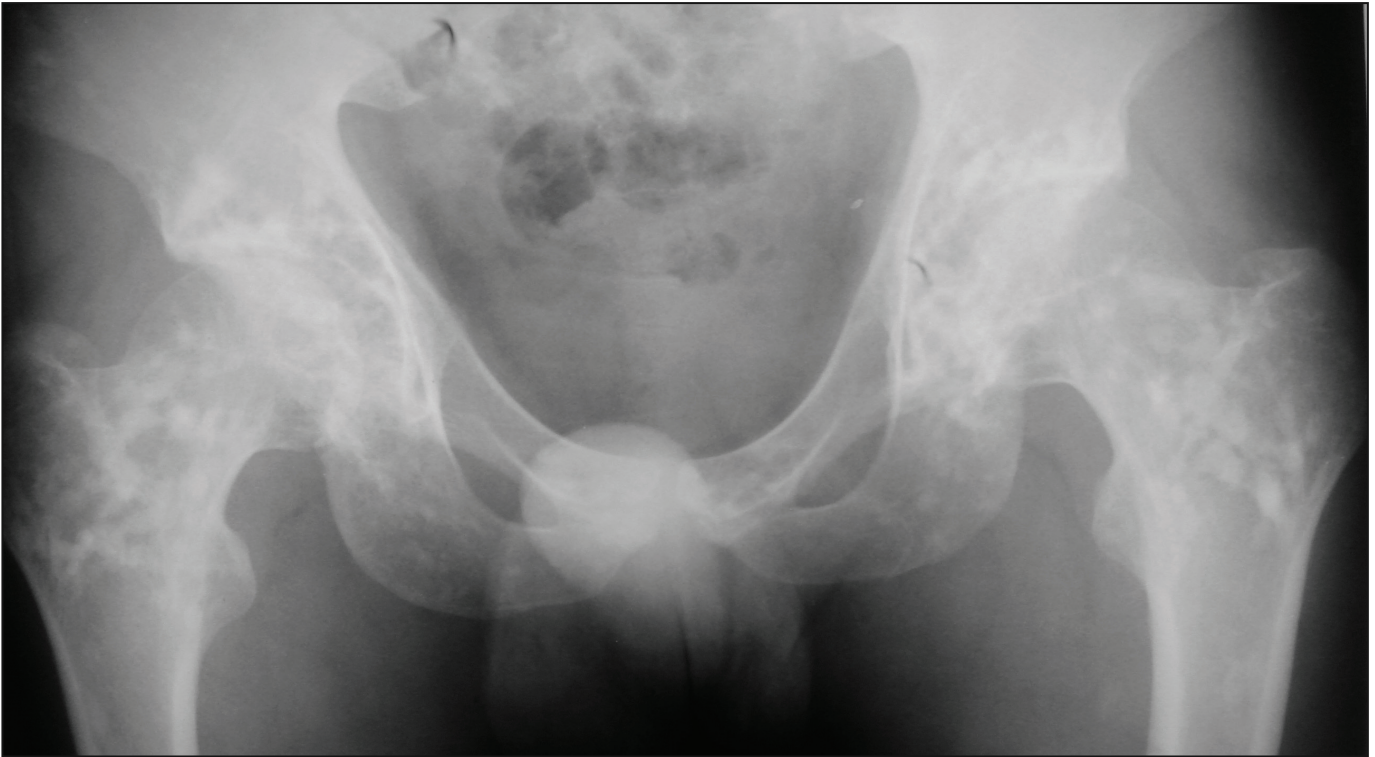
Radiografía de cadera. Se observan lesiones escleróticas (islas óseas o enostosis) simétricas, bilaterales, de bordes definidos de disposición periarticular en ambos fémures proximales y regiones acetabulares de tamaños similares.
